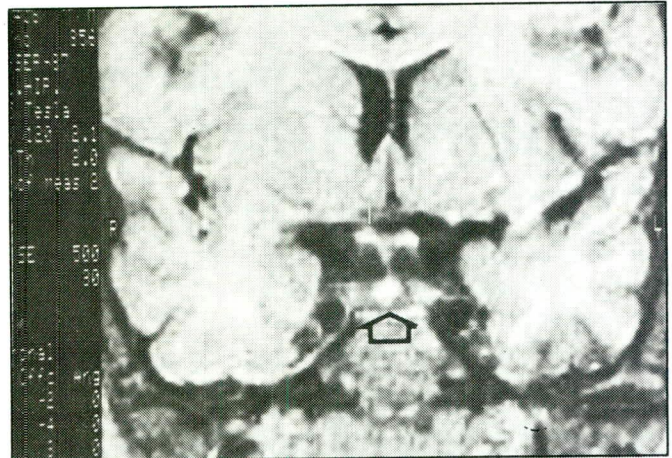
Ressonância magnética cerebral (setembro de 1987).
